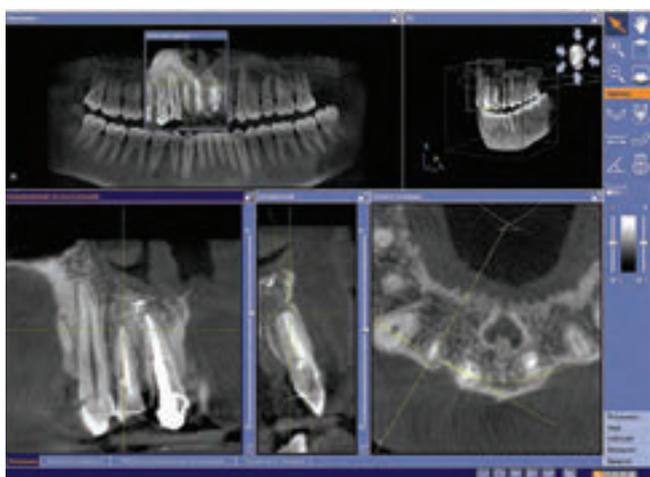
Компьютерная томограмма Sirona Galileos через 6 месяцев после завершения лечения, зуб 1.2
